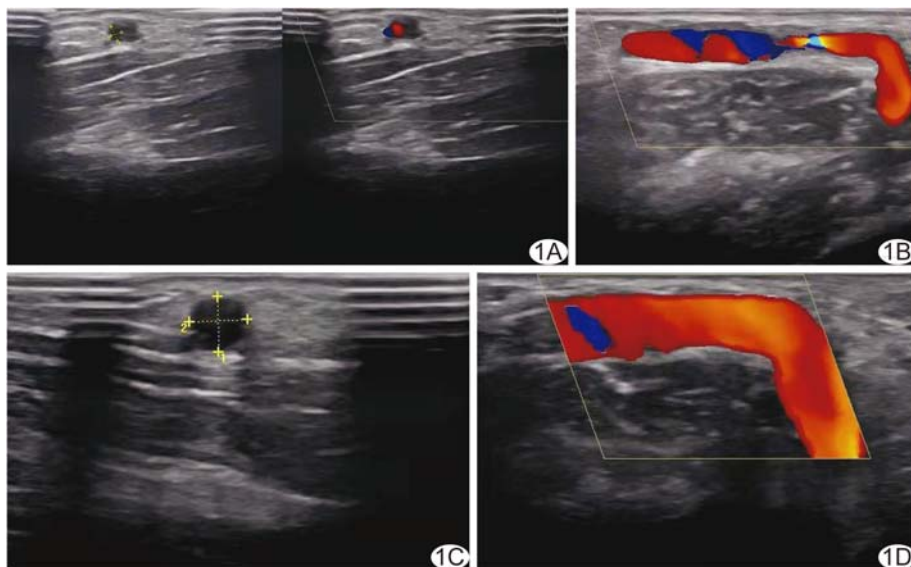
患者男, 65 岁, 左前臂 AVF 狭窄导致血液透析流量下降 1 周, 行 UG-PTA 治疗 A、B. 治疗前超声检查发现距吻合口 1 cm 处流出道静脉狭窄(A), 血流信号混杂(B); C、D. 球囊扩张术后即刻行超声检查示狭窄消失(C)、血流恢复正常(D)
